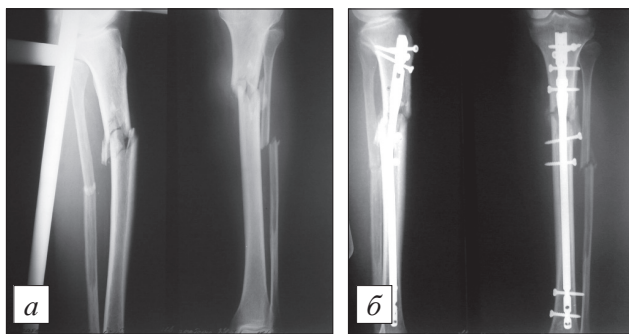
Рентгенограммы костей голени.
